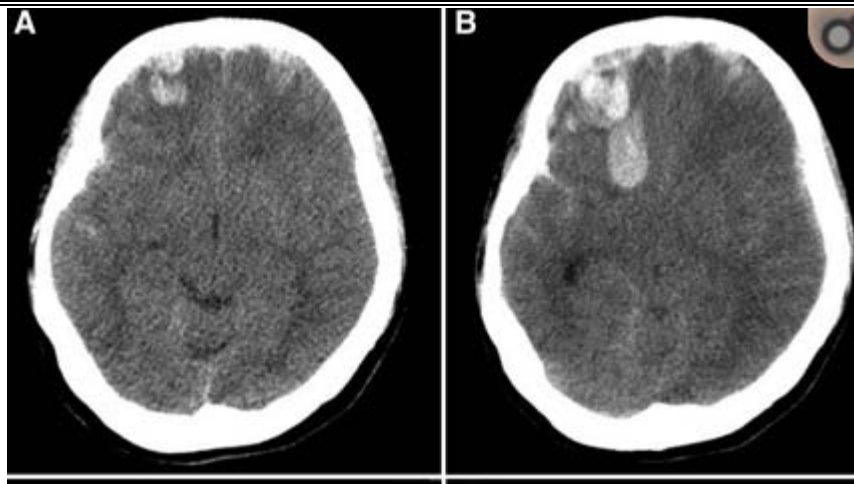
TDM cérébrale montrant un foyer de contusion frontal droit à H2 du traumatisme (A) et sa progression à la TDM réalisée à H6 du traumatisme devant l'aggravation de l'état neurologique de la patiente (B). [301]
